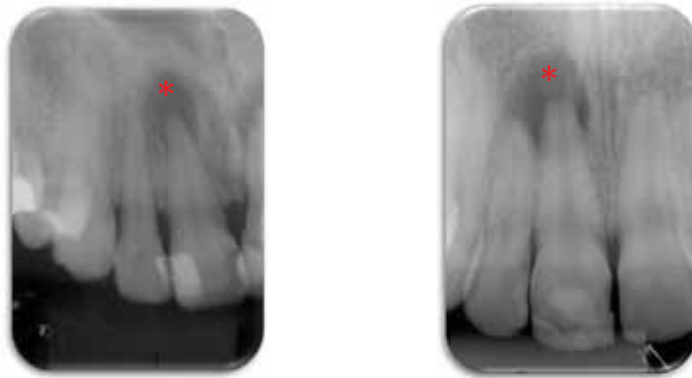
Radiografias periapicais de dentes com necrose pulpar e presença de lesão periapical com indicação de tratamento endodôntico.
